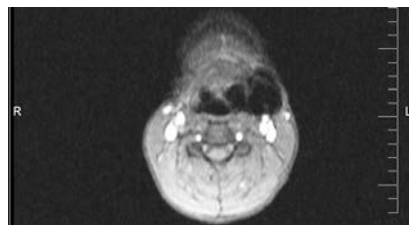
Магнитно-резонансная томограмма шеи больного Б., 30 лет с ларингоцеле слева
